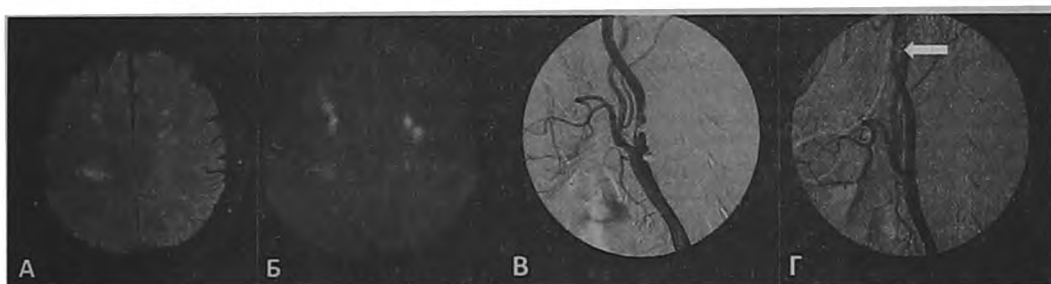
Пациент Б., 56 лет, ТИА-LS с дрожанием рук на фоне субтотального стеноза левой внутренней сонной артерии, окклюзии правой внутренней сонной артерии. МРТ в режиме FLAIR (А) и DWI (Б) выявило очаги острой фокальной ишемии в обоих полушариях. Пациент прошел успешную процедуру каротидного стентирования с использованием системы дистальной защиты (в зоне «приземления» ловушки – незначимый спазм сонной артерии (стрелка)). ТИА-LS за 6-месячный период наблюдения не повторялись за счет улучшения перфузии обеих гемисфер (на стороне окклюзии путем улучшения кровотока по анастомозам).
